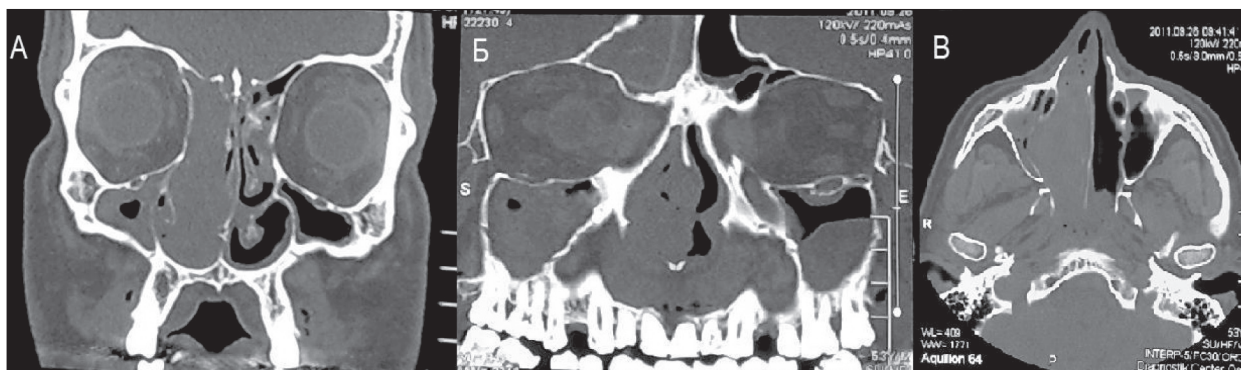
Больной Б., 53 года, 2011 г. МСКТ лицевого черепа и околоносовых пазух. А (фронтальная проекция), В (аксиальная проекция) – объемное образование носового хода и решетчатой пазухи справа с истончением и пролабиранием медиальной стенки правой верхнечелюстной пазухи, орбита интактна; Б – распространение опухоли на правую лобную пазуху
